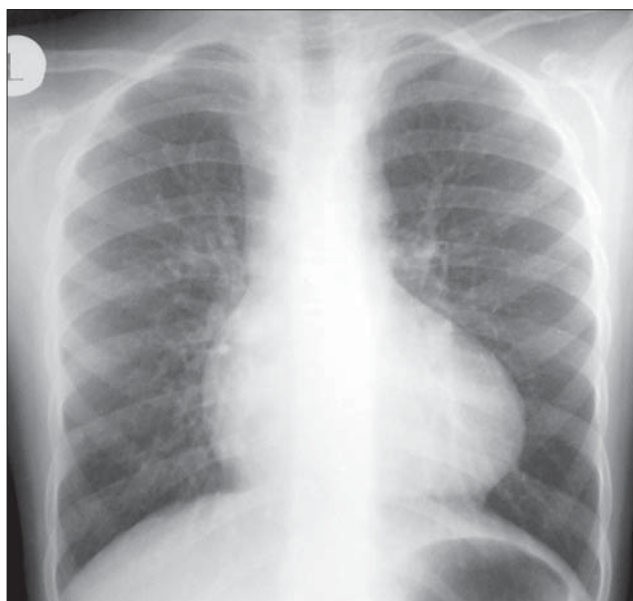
Hemosideroza. Radiografie toracică PA. Multiple opacități micronodulare cu intensitate medie și mare răspândite în ambi câmpi pulmonari.
